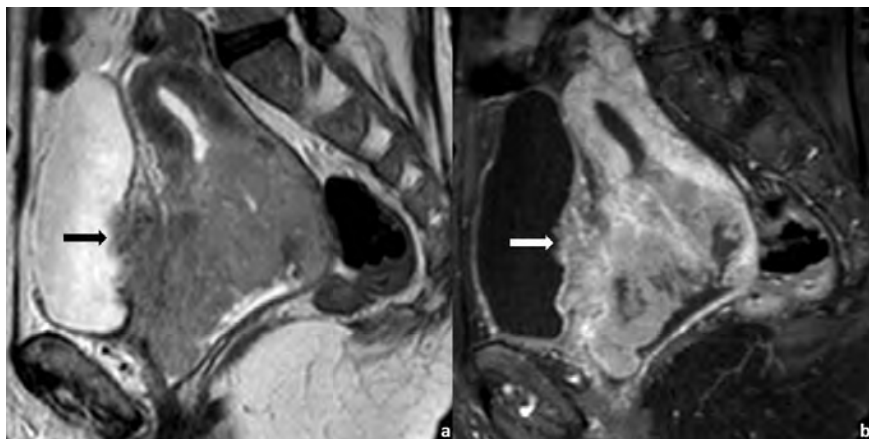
Mulher de 56 anos com volumoso tumor do colo do útero estágio IVA. A RM de estadiamento, com sequências obtidas em plano sagital em T2 (a) e T1 com saturação de gordura após injeção de gadolínio (b) demonstram extensa invasão da parede da bexiga, com invasão da mucosa e presença de tumor no lúmen vesical (seta). Estes achados determinam o estágio IVA da FIGO.
